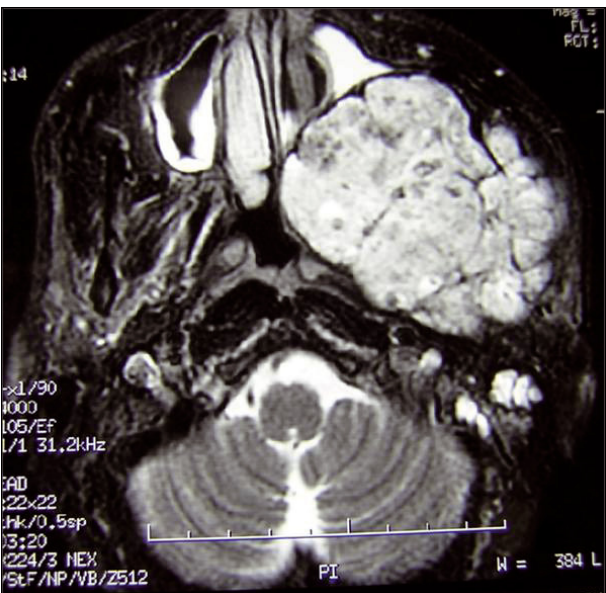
Angio-IRM : coupes coronale et axiale montrant une volumineuse masse polylobulée avec hyposignal en T1 (Fig. 5) et hypersignal en T2 et un réhaussement hétérogène après IPC (Fig. 6).
